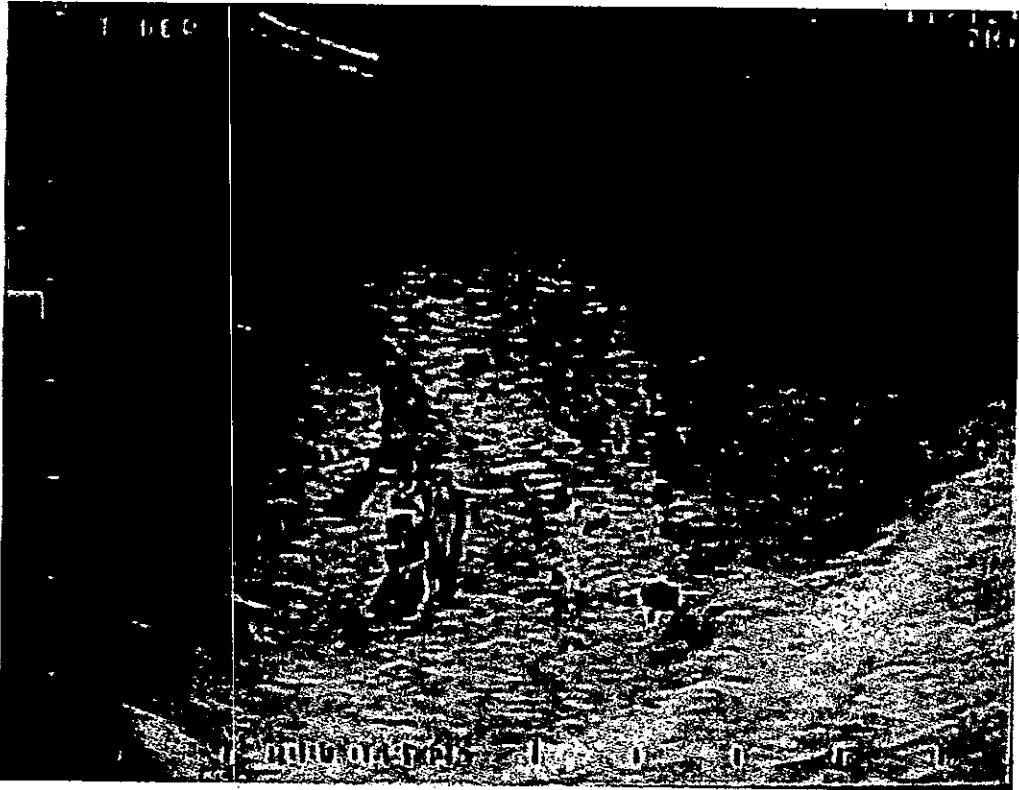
SEMINOMA. Con modalidad Doppler color el testículo no presentó vascularidad, en su periferia, la vascularidad esta aumentada.
